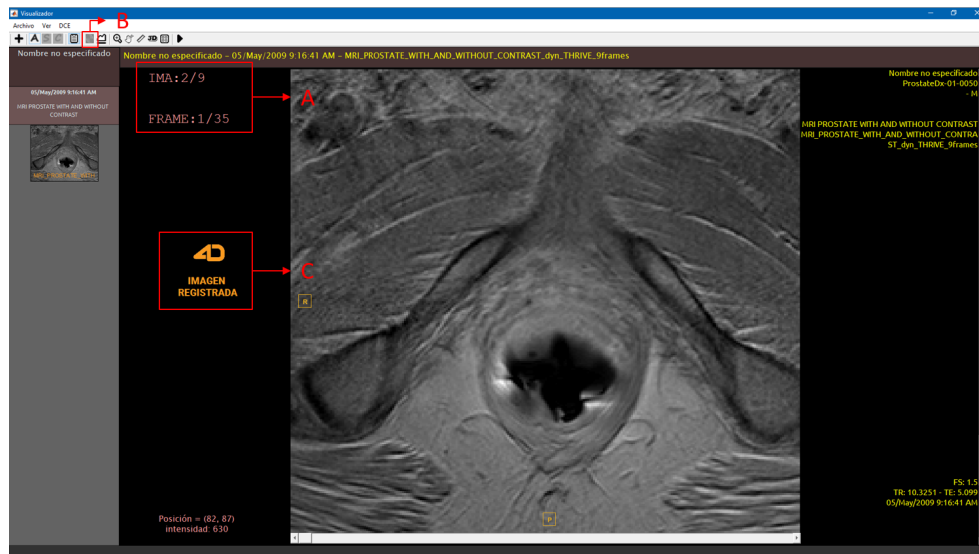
Ventana para análisis DCE-MRI. En A verificación de las dimensiones de la serie, tanto espaciales como temporales. B botón para registro de imágenes. C Indicador de imagen registrada.
